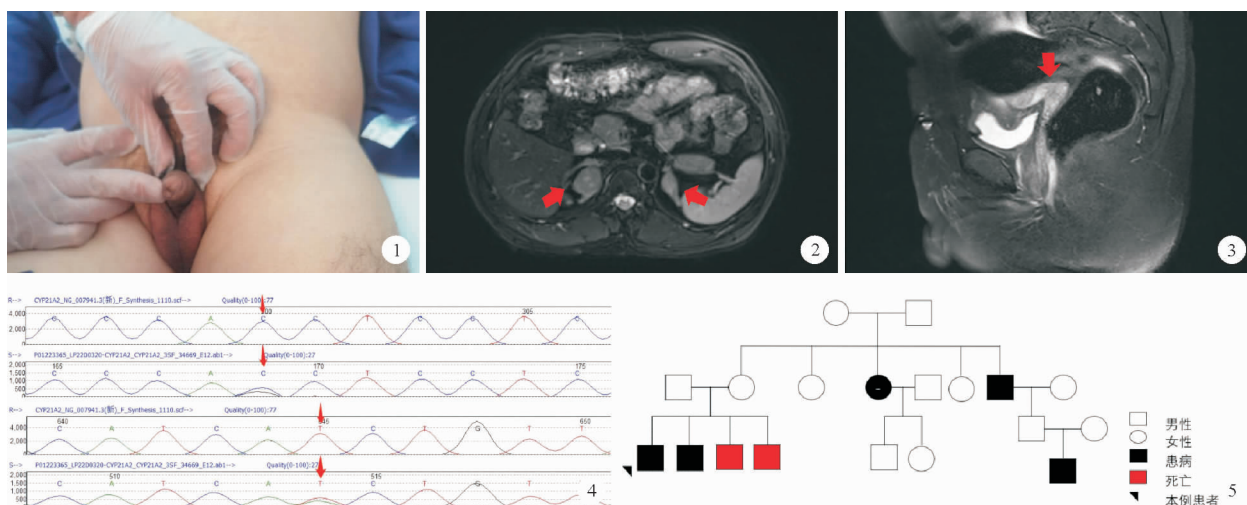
患者外生殖器表现为男性, 阴茎短小, 阴囊小, 未触及睾丸 图2 肾上腺 MRI 结检查果: 红色箭头示双侧肾上腺结节, 右侧大小约 28 mm × 23 mm, 左侧大小约 17 mm × 12 mm 图3 盆腔 MRI 检查果: 矢状位图像可见膀胱直肠间存在“7”字型子宫形态 (红色箭头所示) 图4 患者基因检测结果: 红色箭头示基因突变位点 图5 患者家系图
